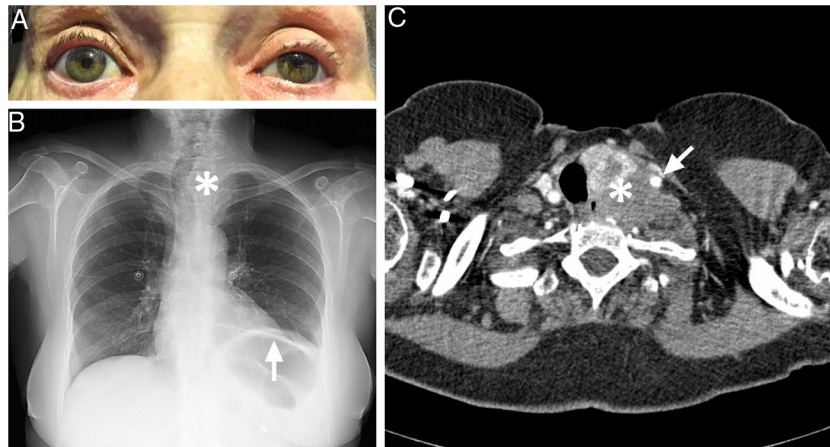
A) Ptosis y miosis izquierda en penumbra. B) Radiografía de tórax posteroanterior que muestra elevación del hemidiafragma izquierdo (flecha) y desviación de la tráquea hacia la derecha en el mediastino superior (asterisco). C) Tomografía axial computarizada de cuello con contraste intravenoso que demuestra una masa dependiente del lóbulo tiroideo izquierdo (asterisco), con densidad irregular y que engloba la arteria carótida común izquierda (flecha).
